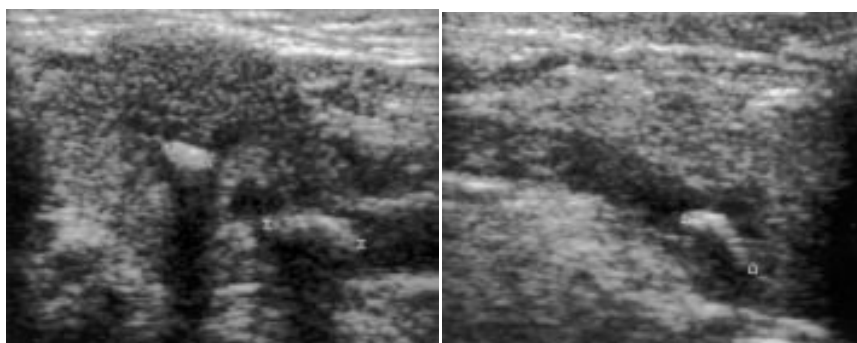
Lithiase sous mandibulaire en échographie.
